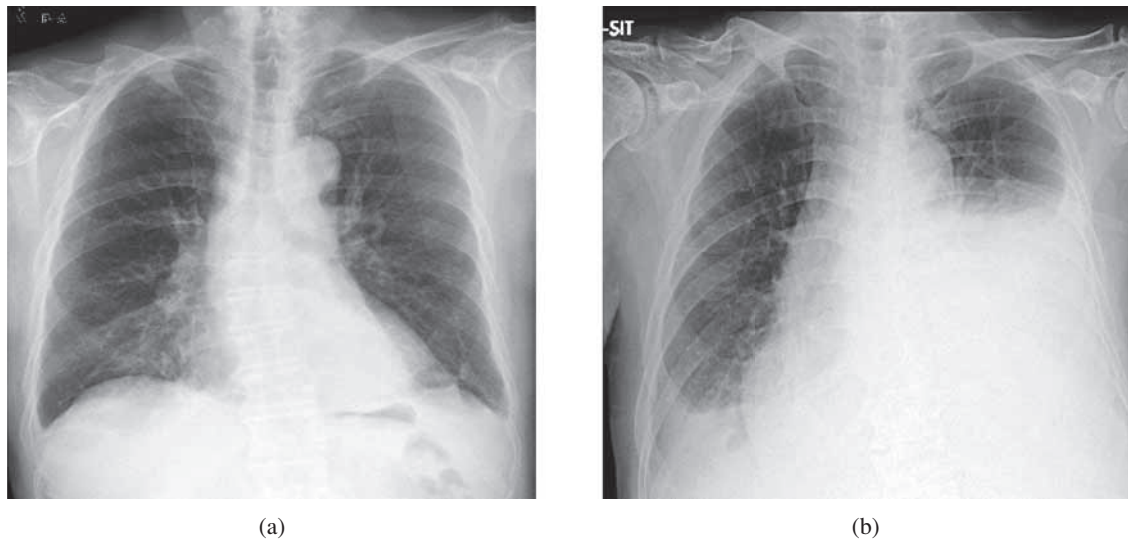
(a) Chest radiograph taken on X-1 year showing infiltrative shadow in the right lower lung field, and little bilateral pleural effusion. (b) Chest radiograph taken on admission showing massive pleural effusion with the left side predominance.
